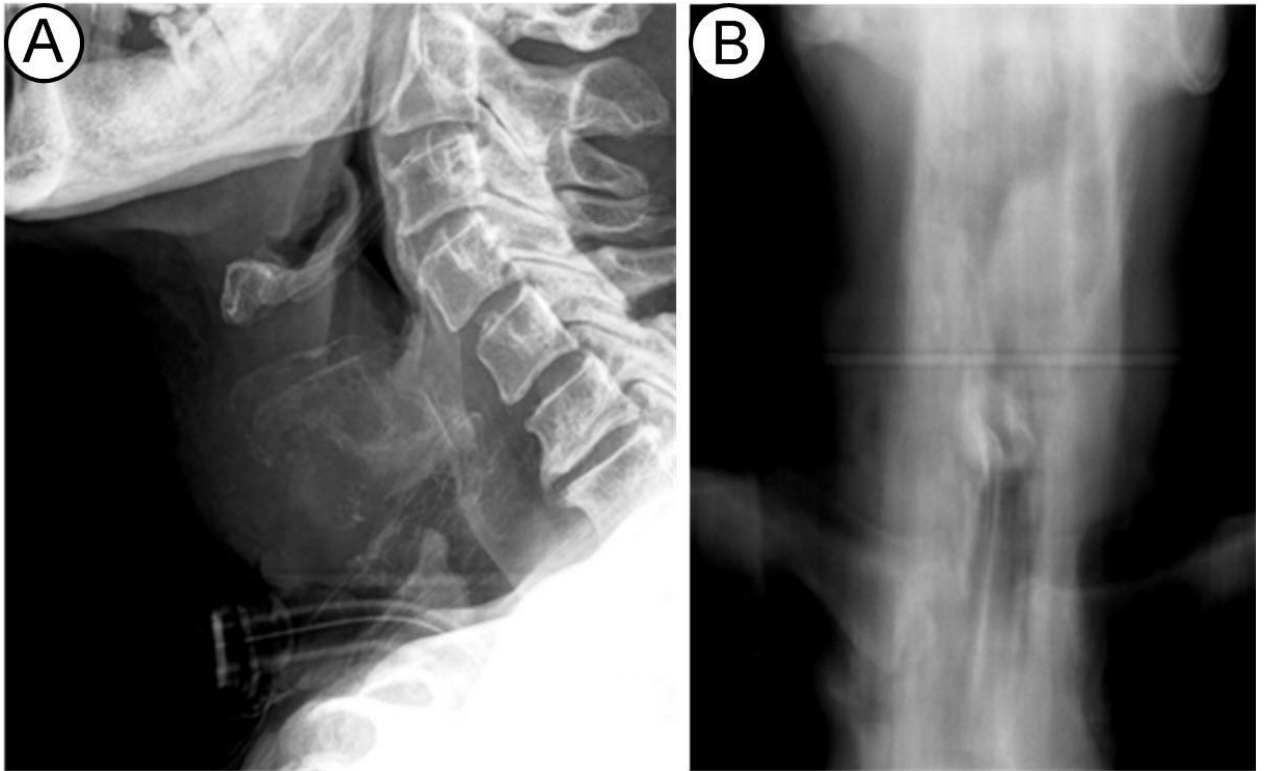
Radiografia laterală și Tomograma liniară la pacient cu cancer de laringe și traheostomă.
